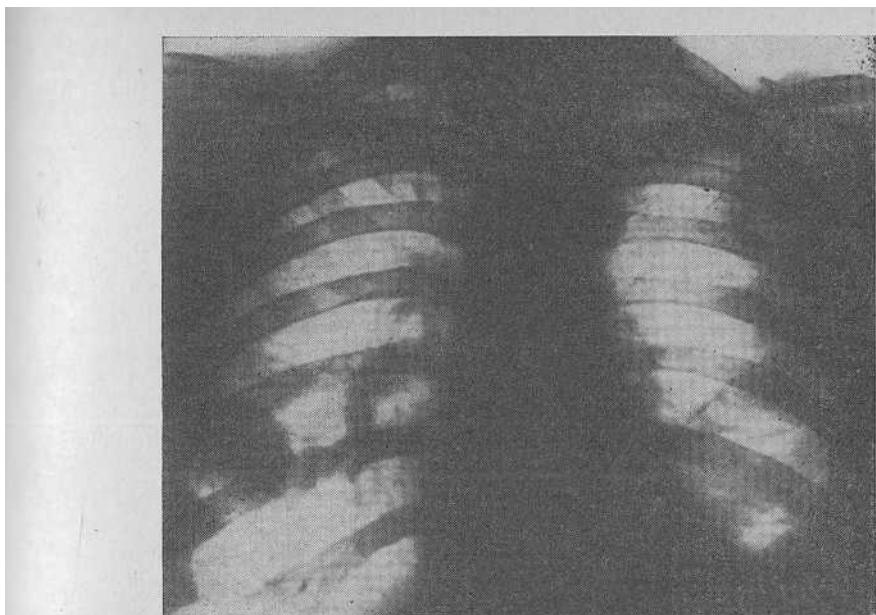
Рак в нижней доле правого легкого. Рентгенограмма.
